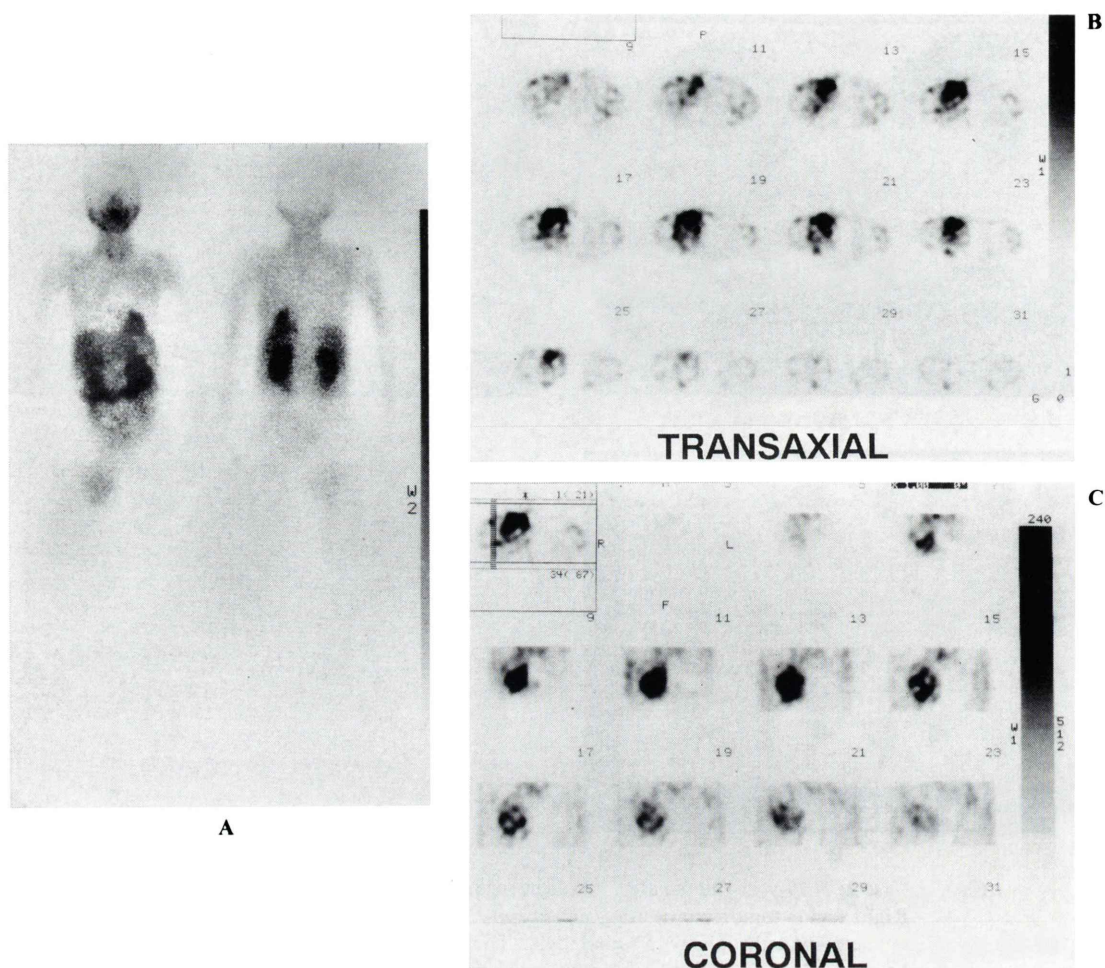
Case 2: A 79-year-old female with recurrence of malignant fibrous histiocytoma. Right femur tumorectomy was carried out in October 1991 and right hip joint replacement arthroplasty in March 1992. The lesion could not be detected by CT because of artifact. Both early and delayed  $^{201}\text{Tl}$  planar images performed in August 1992 show marked abnormal accumulation corresponding to the lesion (A).  $^{201}\text{Tl}$  SPECT images also show abnormal accumulation at the lesion around the femur (B, C). Abnormal accumulation on  $^{67}\text{Ga}$  image is not so clear compared to  $^{201}\text{Tl}$  image (D).
